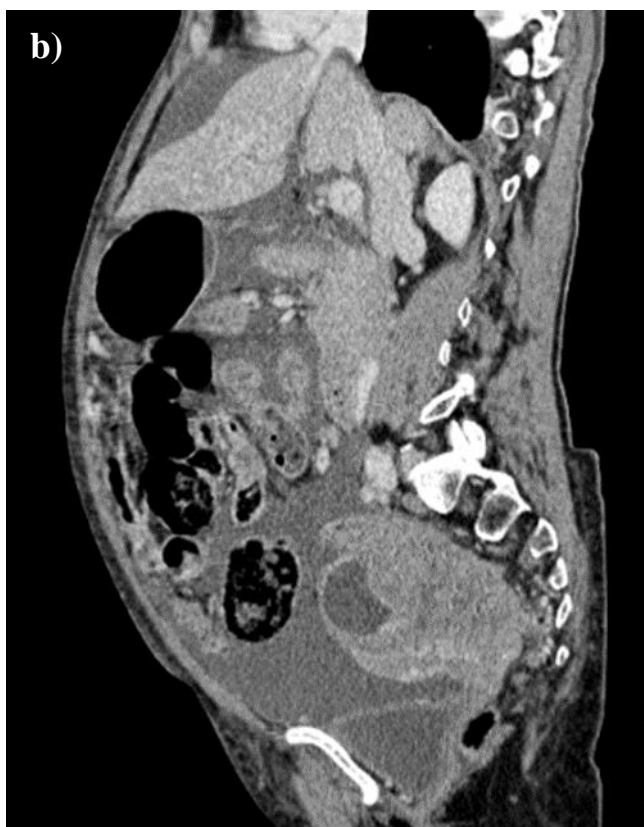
Diferencijalna dijagnoza PID-a. CT prikazuje hiperdenznu tvorbu (strelica) unutar lijevog jajnika što odgovara hemoragičnoj cisti.
